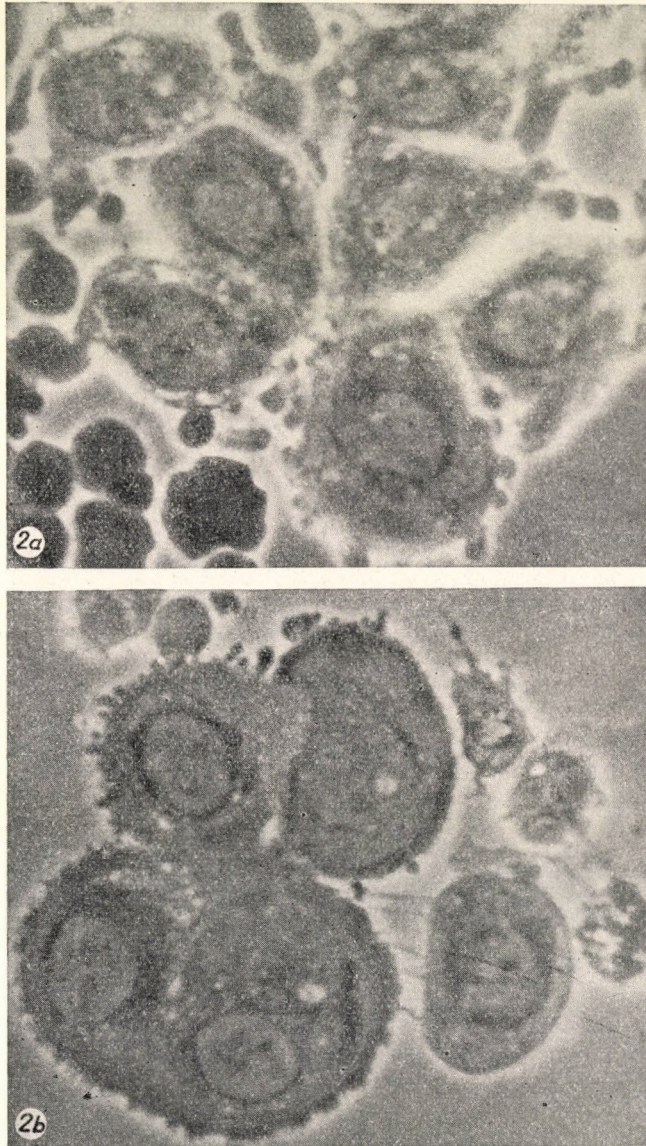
Collumkarzinom. Nach 600 r Kontakt-Röntgen. Phasenkontrast-Aufnahme mit Immersion. Tumorzellen nach Beendigung der Teilung. Im Zytoplasma sich rings um die Kernmembran konzentrierende grosse Vakuolen-Gruppen
